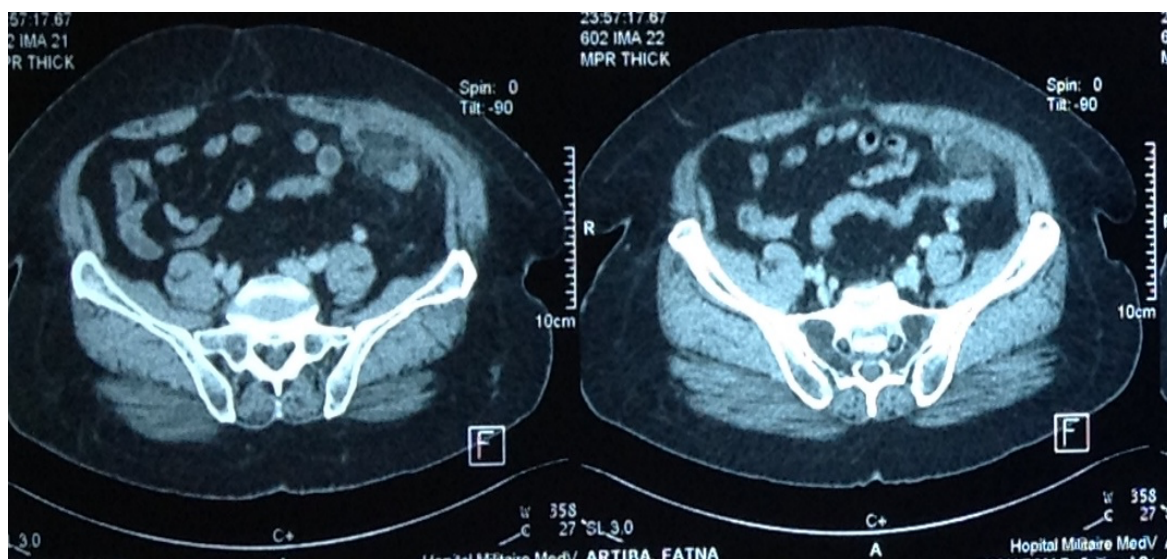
TDM abdomino-pelvienne montrant la présence d'un nodule de forme ovale, paracolique gauche, de densité graisseuse, avec anneau périphérique hyperdense et une infiltration de la graisse mésentérique autours.
